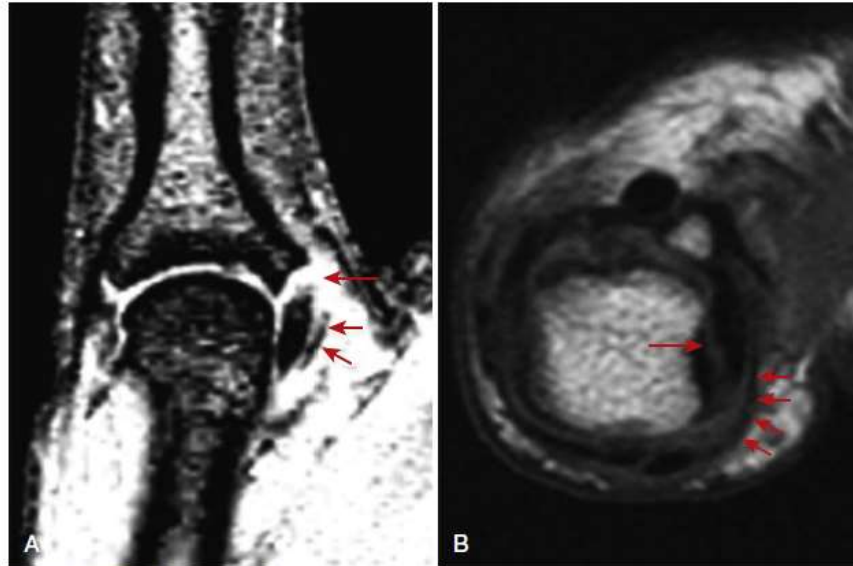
T2-weighted MRI appearance of group 2 complete ulnar collateral ligament tear less than 3 mm. Sagittal (A) and axial (B) views demonstrating complete tear (*large arrow*) with proximally attached end remaining beneath adductor aponeurosis (*small arrows*). (From Milner CS, Manon-Matos Y, Thirkannad SM: Gamekeeper's thumb—a treatment-oriented magnetic resonance imaging classification, J Hand Surg Am 40[1]:90-95, 2015.)
